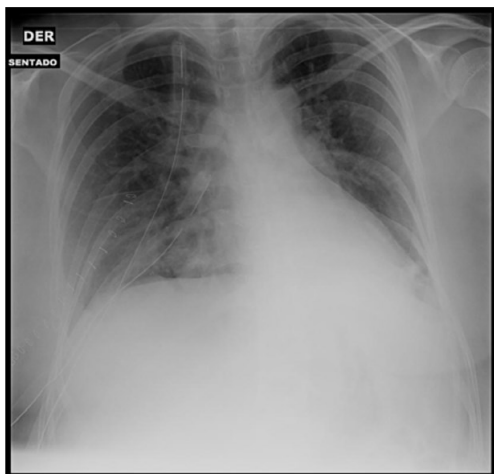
Radiografía de Tórax postero-anterior, donde se aprecia un velamiento homogéneo del hemitórax derecho, con borramiento del seno costofrénico y de la silueta del hemidiafragma ipsilateral.
